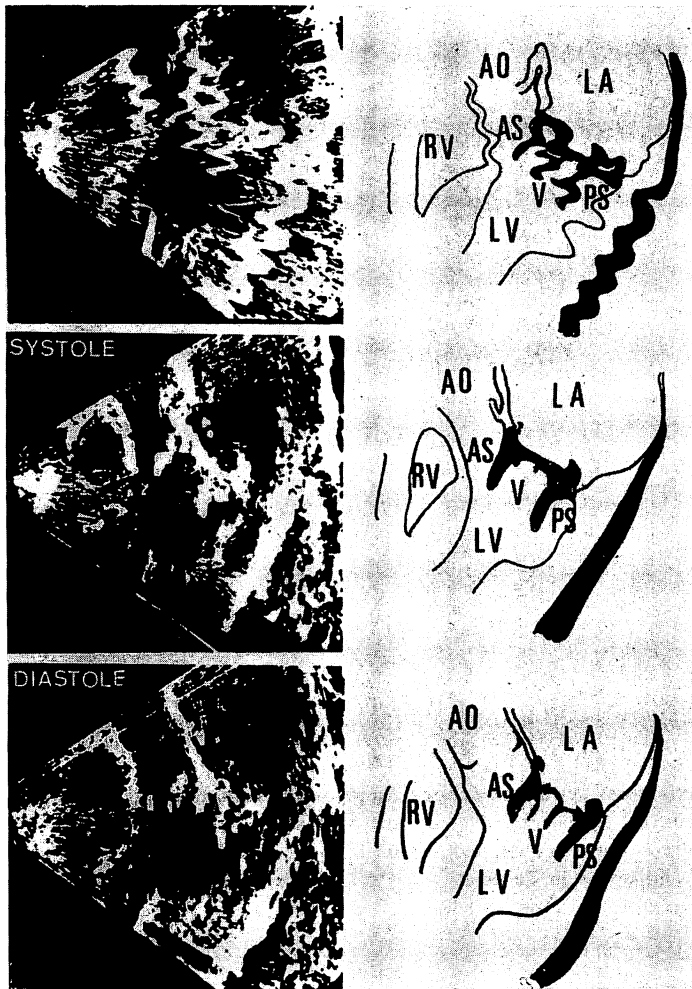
Long-axis cross-sectional echocardiogram of the normally functioning stent mounted aortic heterograft (Hancock valve) in the mitral position.
